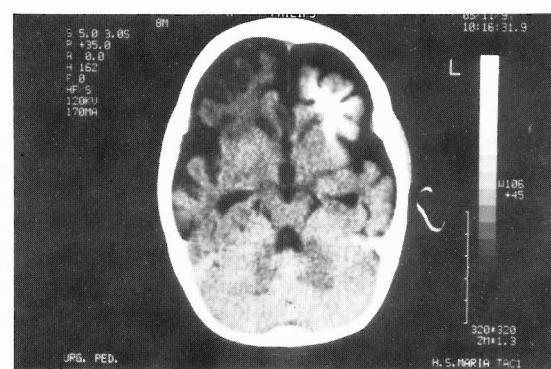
TAC CE: calcificação a nível do lobo frontal com atrofia cerebral.
